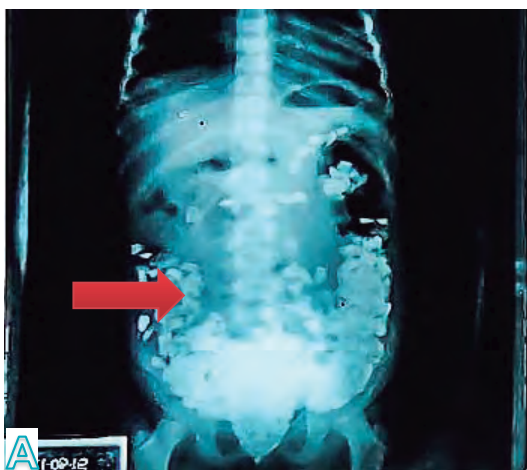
Radiografía abdominal revela Litobezoar colónico.
